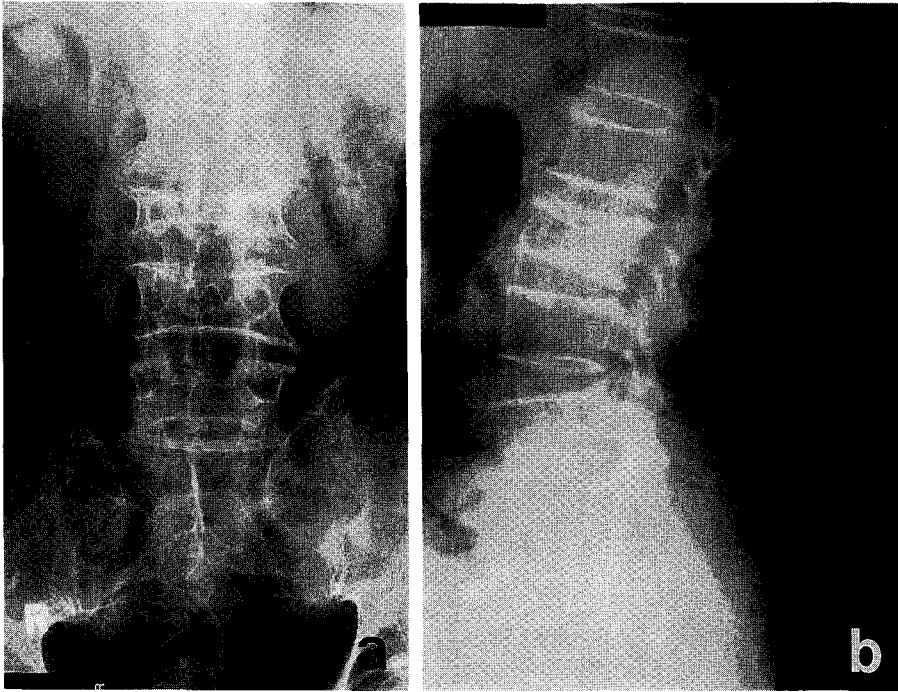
L-S spine plain X-rays showed no remarkable finding except L3 compression fracture and diffuse spondylosis.
